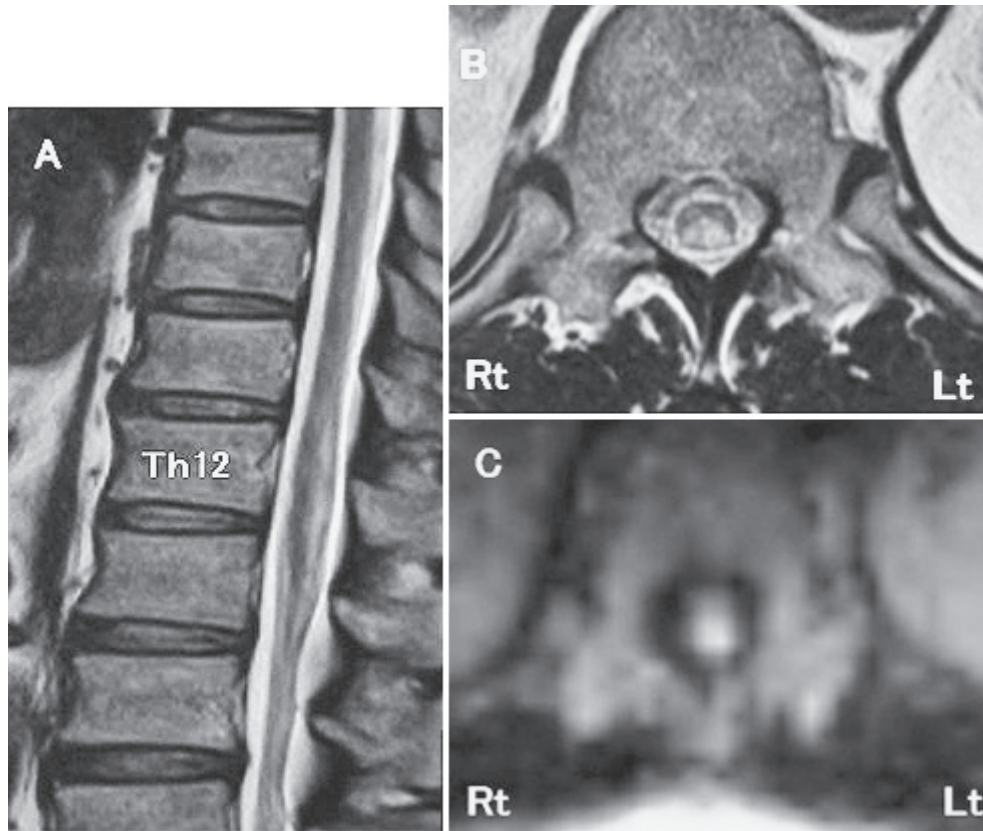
T₂ weighted magnetic resonance images of spinal cord (Sagittal and axial, 1.5T; TR 4,000 ms, TE 99 ms) (A, B) show an intramedullary hyperintensity lesion at the posterior part of the spinal cord at Th12-L1 spine levels. The diffusion weighted image (DWI) (axial, 1.5T; TR 5,100 ms, TE 108 ms) (C) shows an intramedullary hyperintensity lesion at the posterior part of the spinal cord at Th12 spine level.
